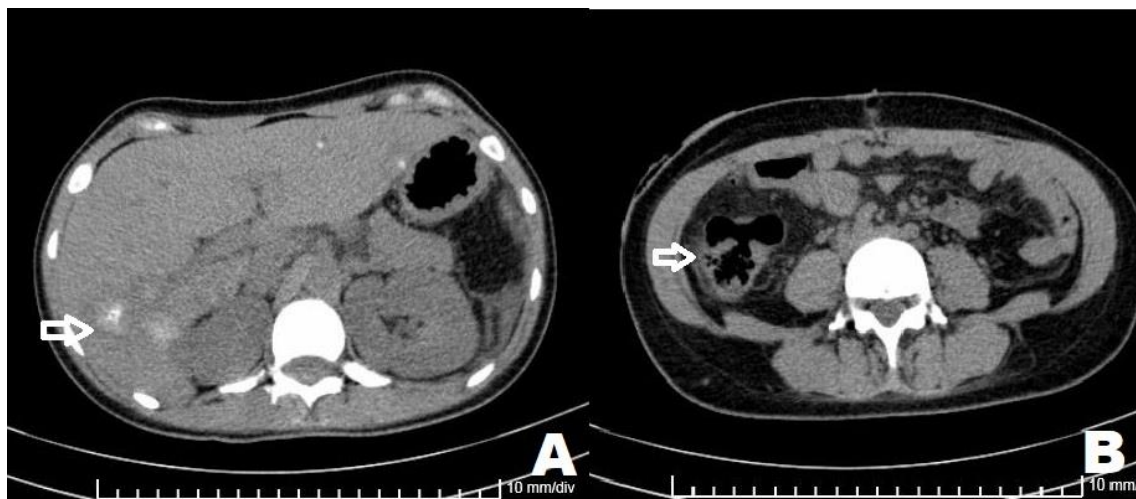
Tomografía de abdomen. A. se observa lesiones metastásicas en Hígado. B. Imágenes polipoideas en colon ascendente proximal al ángulo hepático del colon.
